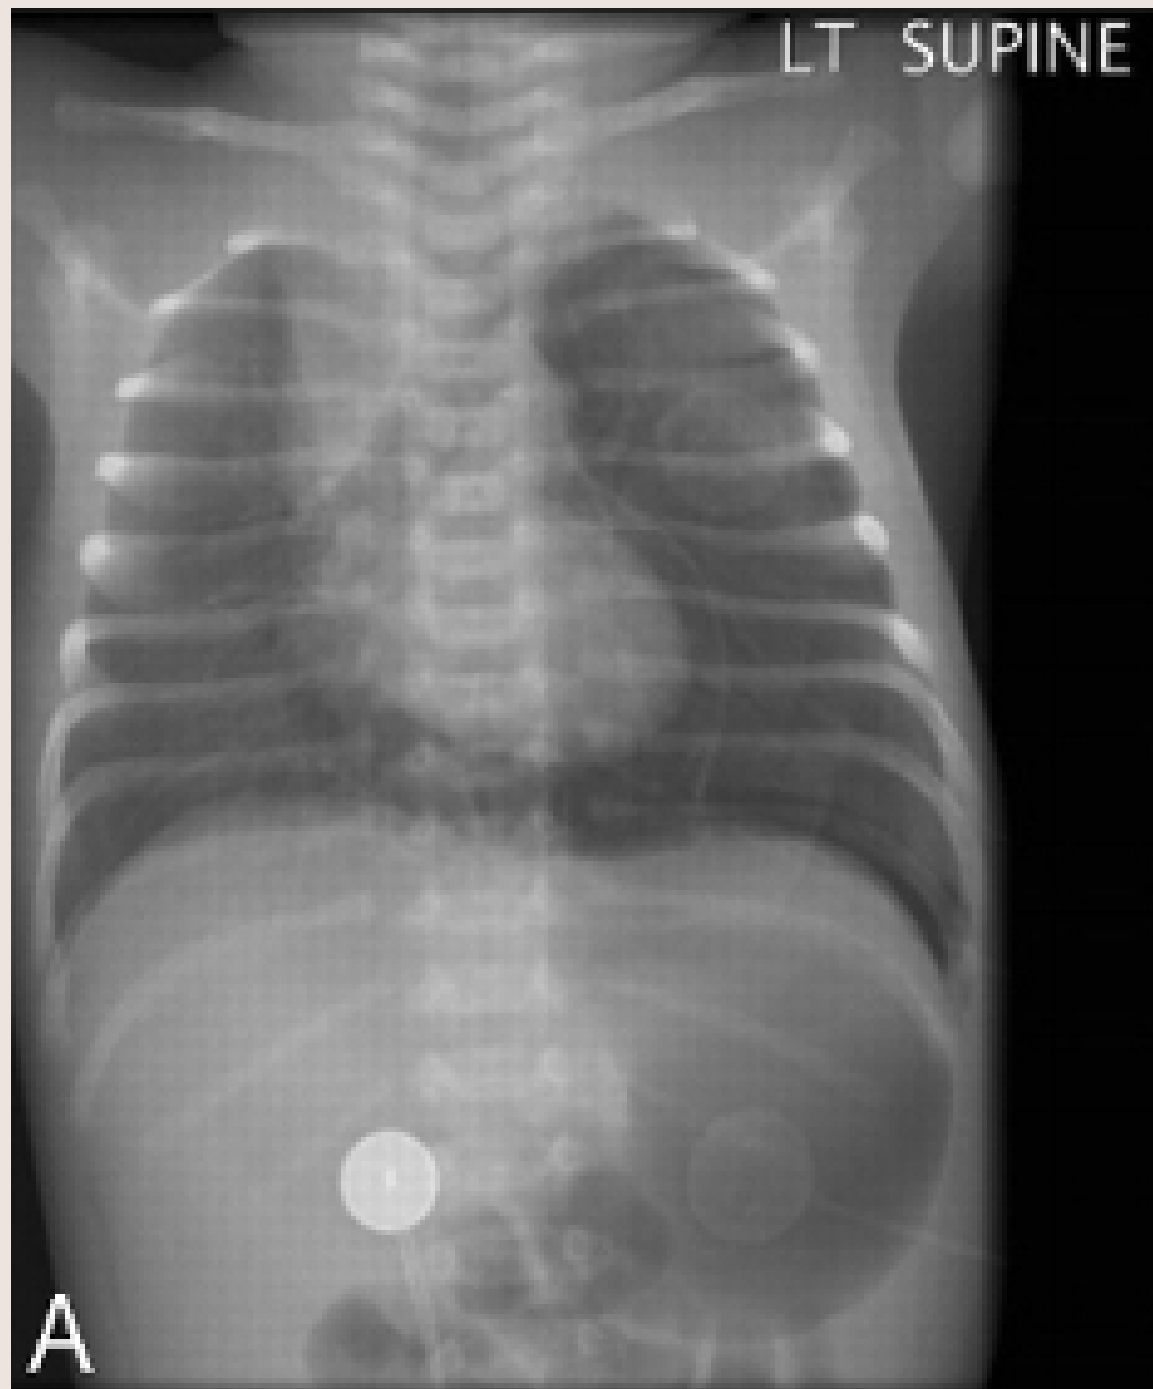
radiografía de tórax anteroposterior y vista lateral de tórax.
